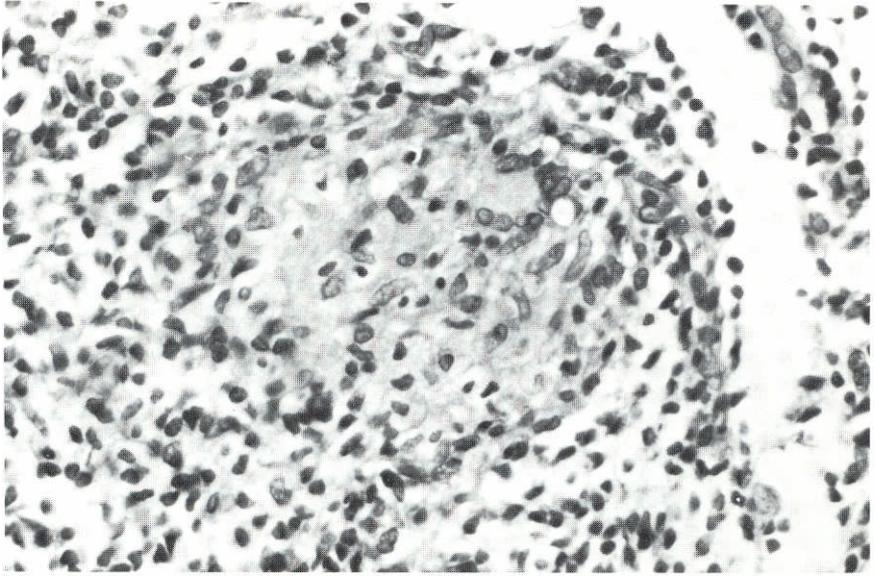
Leitura clínica RM (++) . Infiltrado de células epitelióides, linfócitos e gigantócitos de Langhans com arranjo folicular (tuberculóide completo). B(-). Classe IV (+ + +). Resultado positivo de grau forte.
